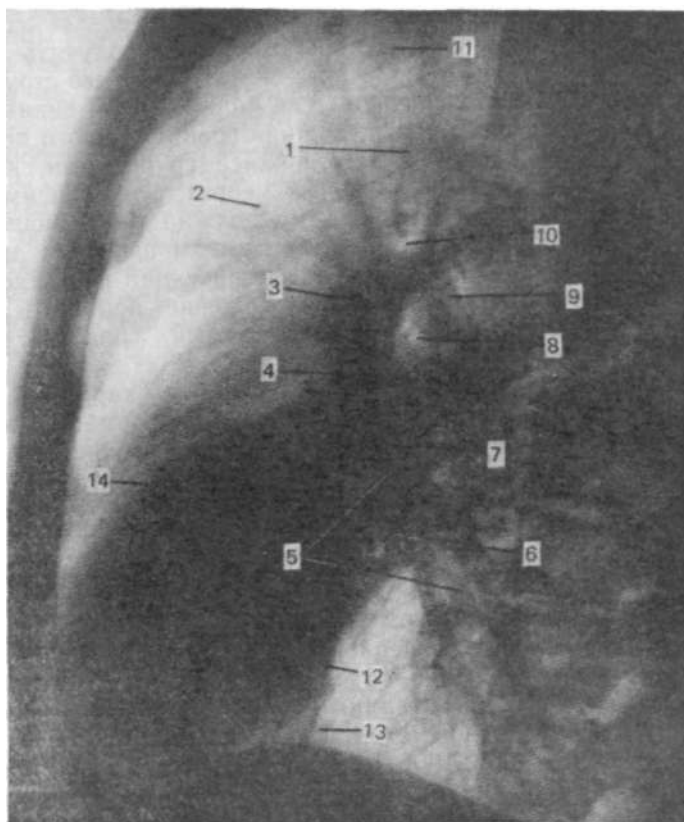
Левая боковая рентгенограмма органов грудной полости.
